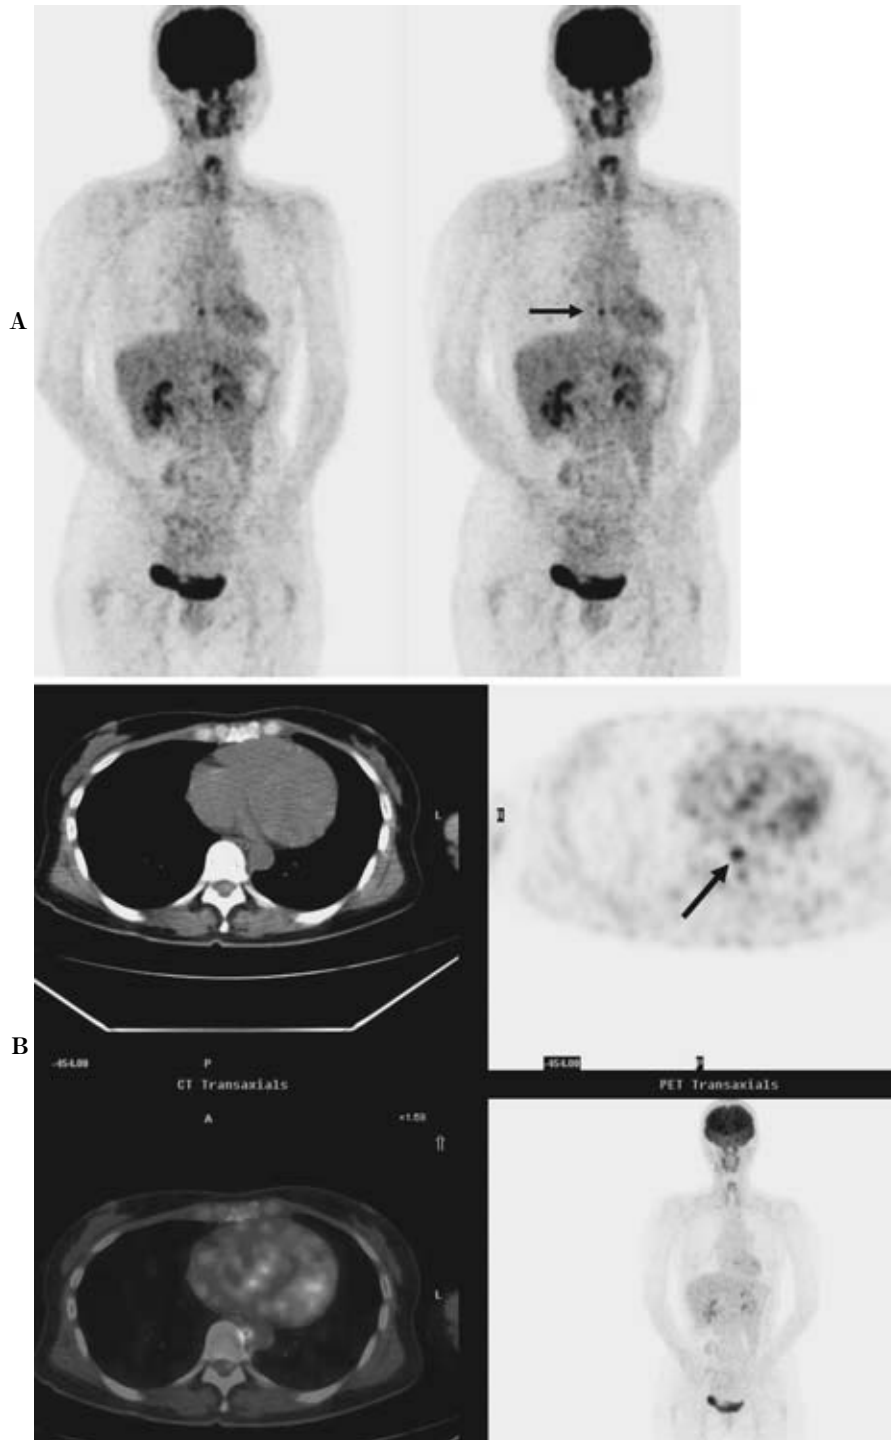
A 46-year-old woman with malignant melanoma who underwent screening examinations to diagnose distant metastases showed a physiological uptake in brown fat tissue. FDG-PET was performed to check the metastatic and/or recurrent foci. MIP image on FDG-PET shows a focal elevated accumulation beside her esophagus (A). Transverse PET/CT fusion image demonstrates the uptake consistent with the fat tissue between the esophagus and aorta (B).
